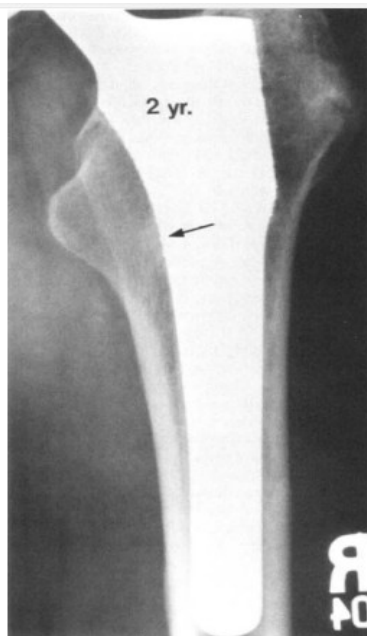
Radiografía AP postoperatoria de dos años de un fémur al que se le ha implantado una prótesis PCA. Hay una fijación óptima. La flecha indica un punto de soldadura endóseo. Nótese la disminución densidad ósea del cuello femoral medial por encima del soldadura por puntos. Observe también la línea reactiva en la parte superior. parte de la zona I de Gruen. Dado que la mayoría de los La superficie porosa en esta zona tenía una apariencia de interfaz óptima, esta zona no se registró como subóptimo.
